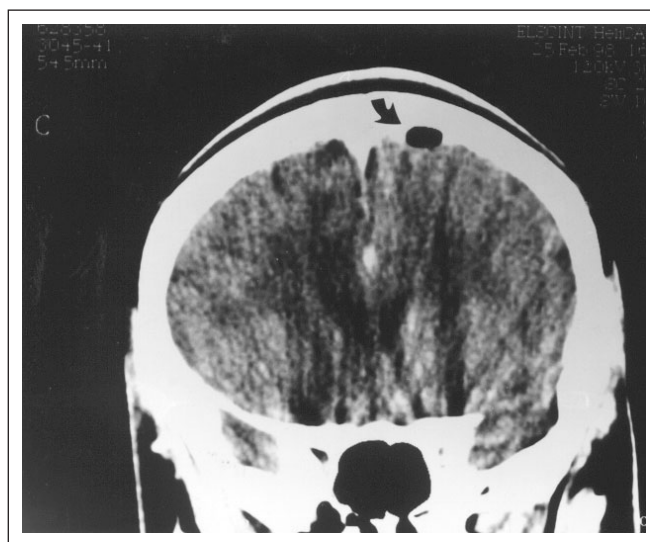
Tomografia Computadorizada do Crânio - Corte Axial, Demonstrando Presença de Ar em Região Frontal Esquerda (seta) e Inter-Hemisférica
